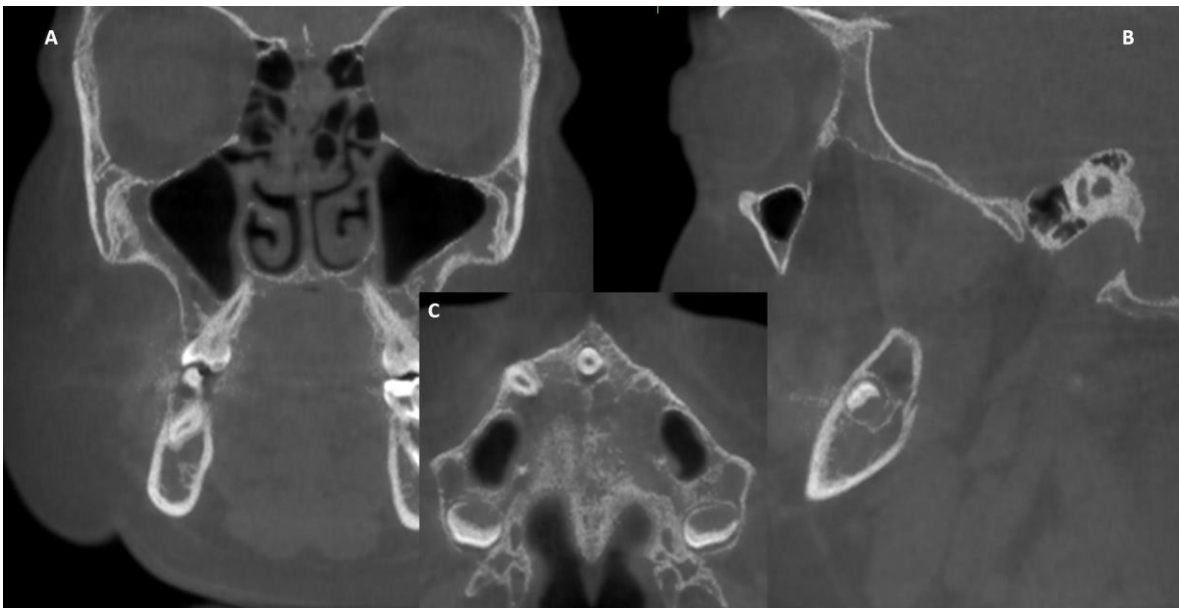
Orientación de tomografía en el plano A) coronal, B) sagital y C) transversal. *Fotografía del autor.*
